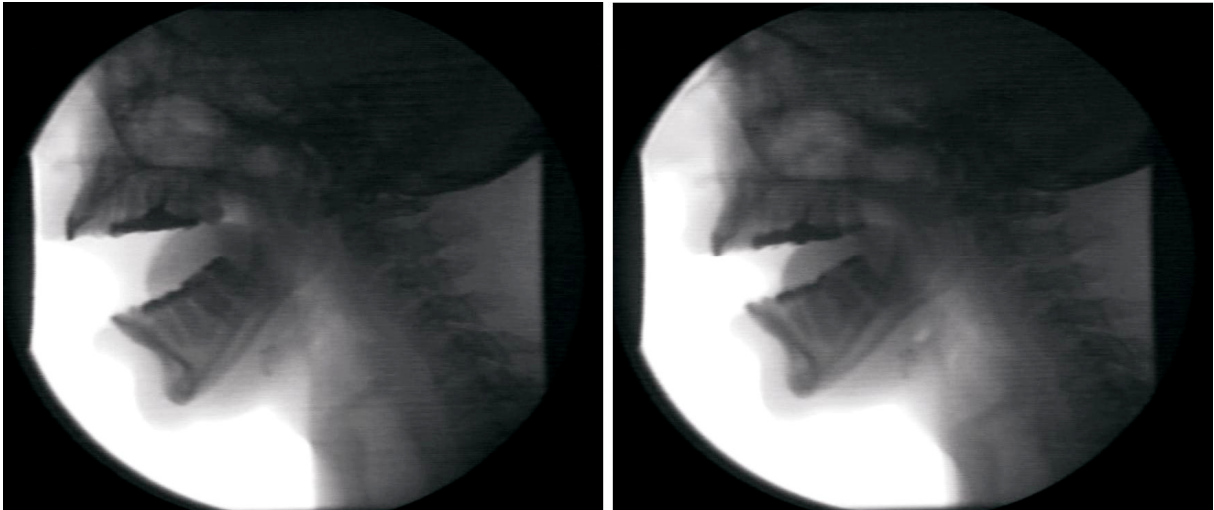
Imagens representativas dos ajustes laríngicos para o salto 01 e 02 do trecho 01 (sujeito CT3). A primeira imagem mostra o posicionamento da laringe, língua, palato mole, mandíbula e lábios no salto 01, enquanto a segunda no salto 02. Na primeira imagem a nota é o Fá#₅ (740 Hz) e na segunda o Ré₅ (587 Hz).
